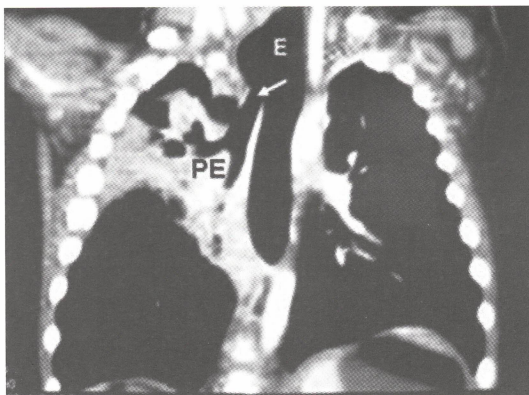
TAC, Corte coronal, esófago (E) comunicado (flecha) con pulmón esofágico (PE).
